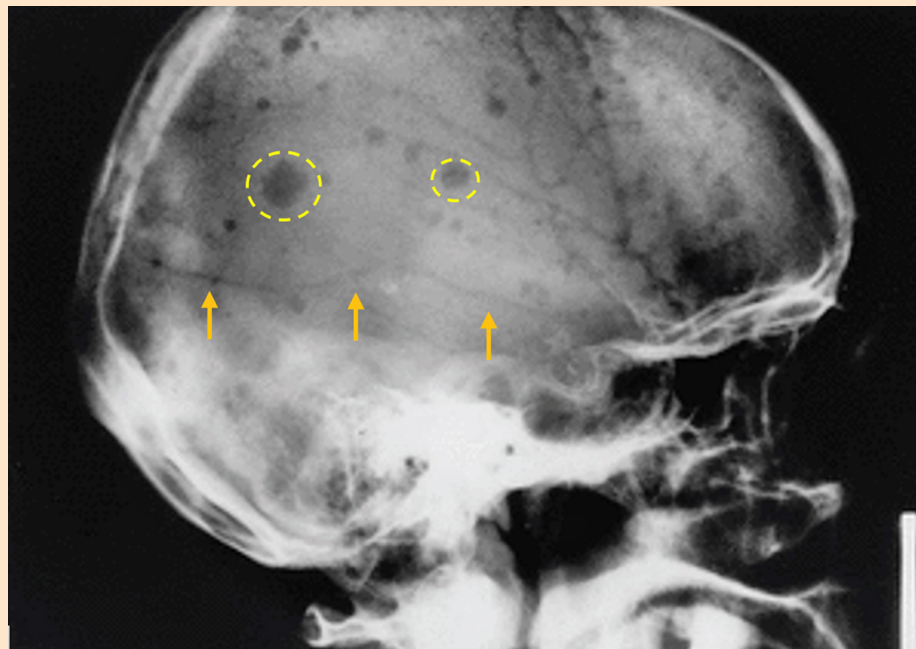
Radiografía lateral derecha de cráneo con patrón sacabocado o "forma de pelota de golf", muestra lesiones de tipo líticas en tejido óseo característico de MM. (Akasbi et al., 2001).
